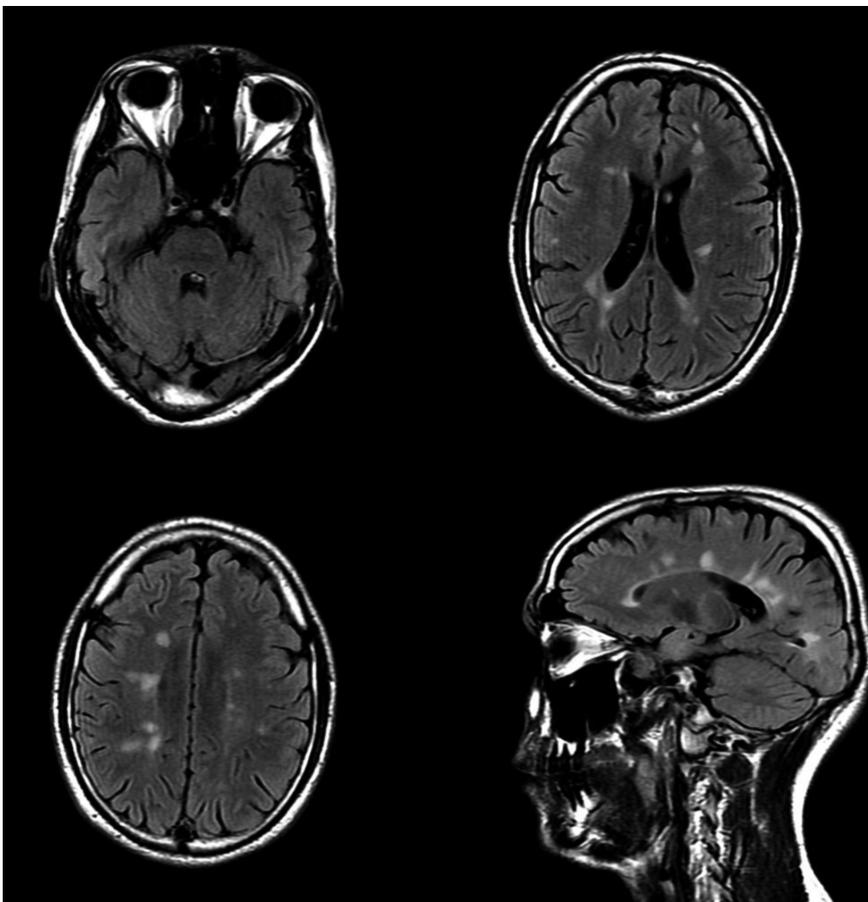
МРТ 2011 г. (1,5Т). Желудочки и другие ликворные полости и щели незначительно расширены, симметричные, не деформированы. Паравентрикулярно в белом веществе больших полушарий, мозолистом теле выявляются множественные очаги размягчения различной формы. В стволе и мозжечке без очагов
